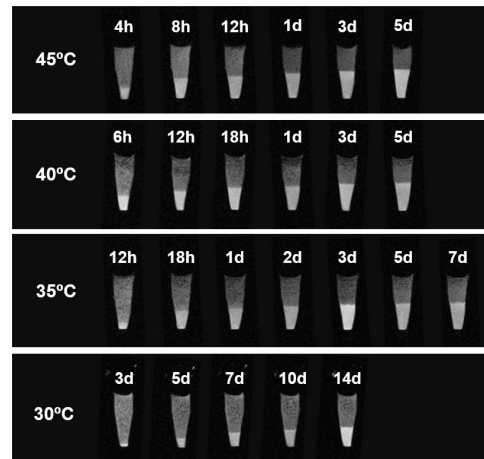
Continuous monitoring of the phase separation of pharmaceutical emulsion using MRI.
